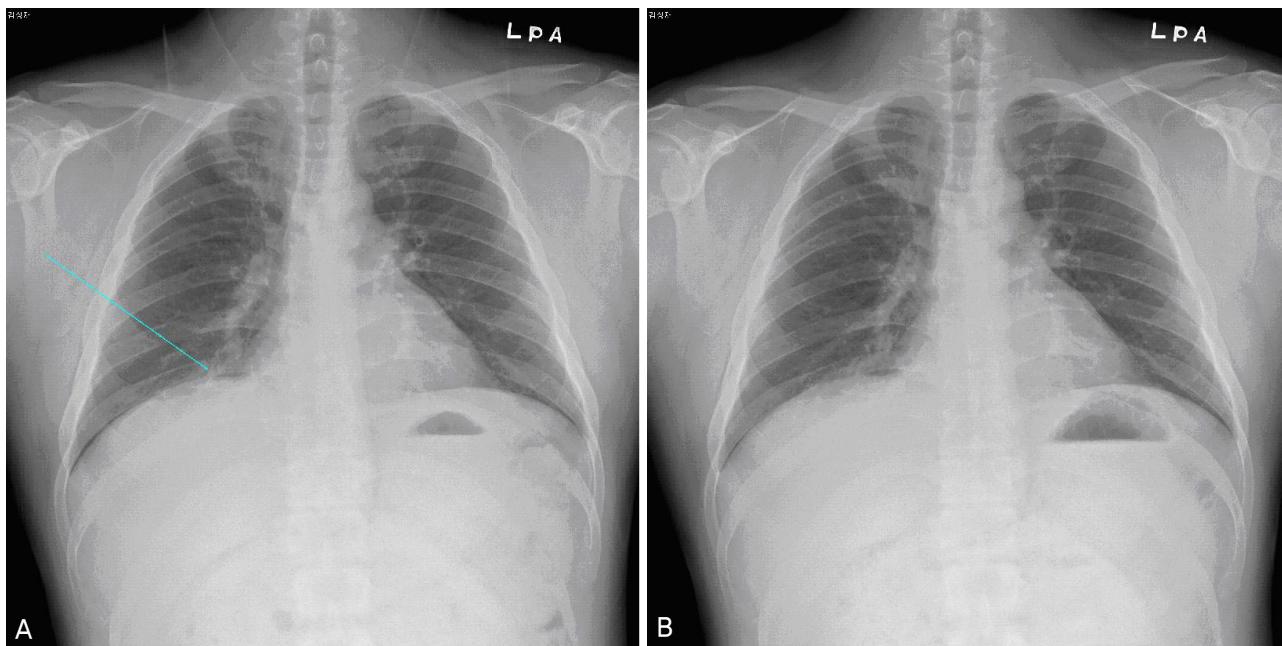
(A) Chest radiograph shows consolidation with reticular opacity in right lower lung zone (arrow), which suggests atelectasis or pneumonia in right middle lobe. (B) After 1 week of treatment, the consolidation was disappeared.
